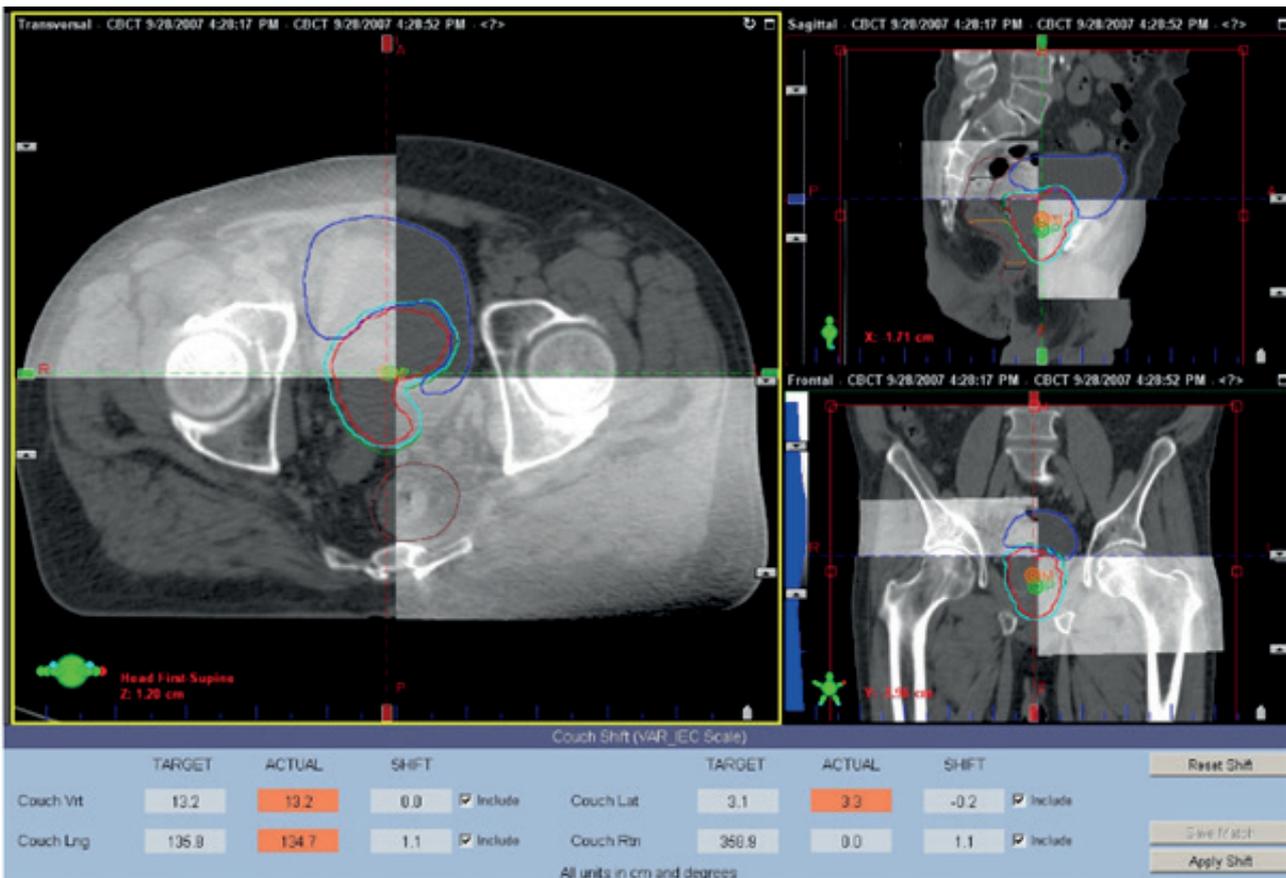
Online-Vergleich der Cone Beam-CT-Bilder mit denen vom Planungs-CT zur Überprüfung der Lokalisationsgenauigkeit der behandelten Region
